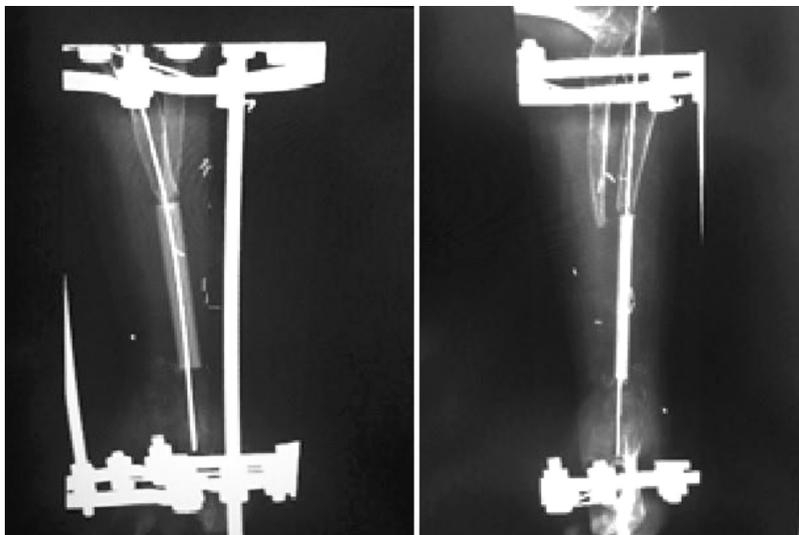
Рентгенологическая картина после васкуляризированной аутопластики костного дефекта
